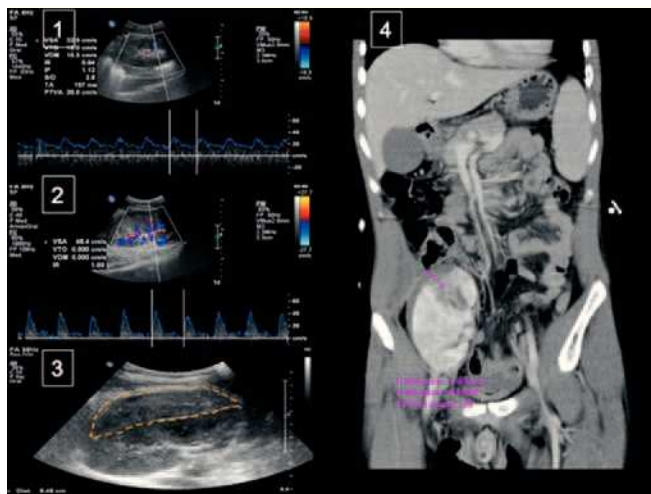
Diciembre de 2009. Ecografía Doppler color con pulsado de riñón trasplantado de tamaño y ecoestructura normal. Índice de resistencia normal. IMAGEN 2. Mayo de 2010. Ecografía Doppler color con pulsado en la que se observa un flujo disminuido, sobre todo en la zona de la corteza renal e índice de resistencia vascular elevado $>0,9$, por compresión extrínseca por importante hematoma subcapsular (IMAGEN 3) de 8,48 x 2,21 cm que comprime parénquima y seno renal. IMAGEN 4. Mayo de 2010. Reconstrucción digital de hematoma subcapsular en riñón trasplantado en fosa renal derecha de 1,69 cm de espesor. Se descarta punto de sangrado activo. Flujo arterial preservado y evidencia de defectos de perfusión del parénquima renal.
